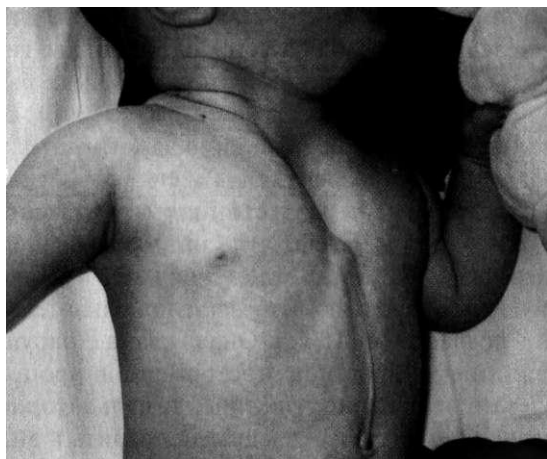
Расщепление грудины: *а* — общий вид; *б* — КТ, диастаз между краями грудины (указан стрелками).
